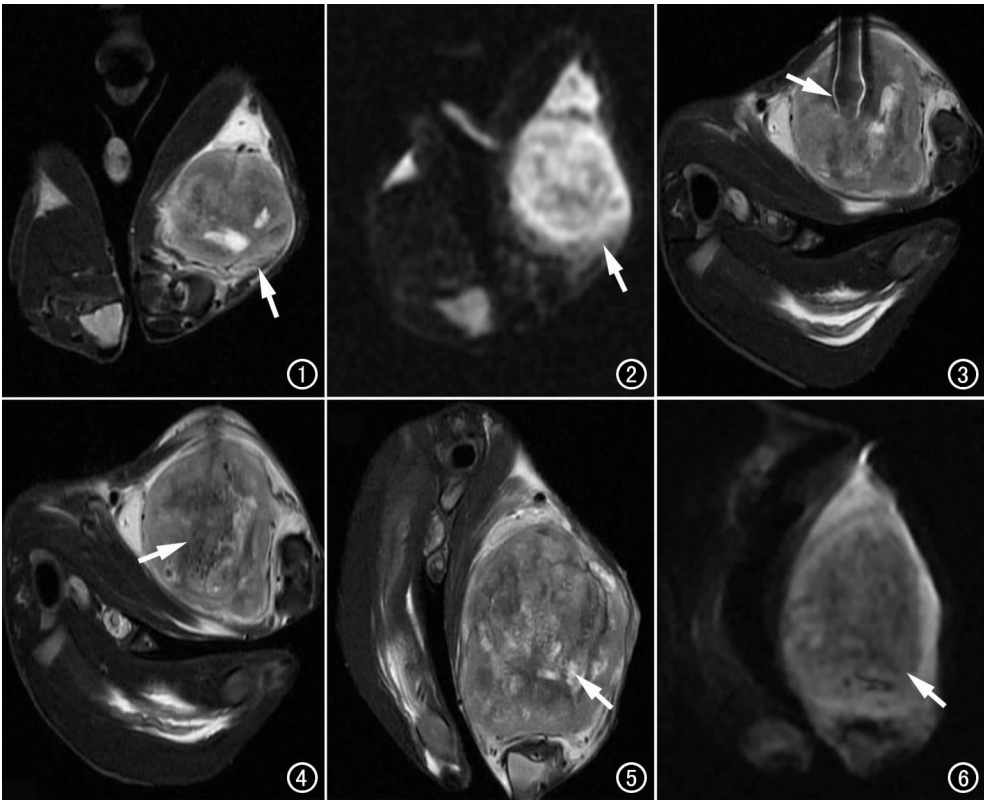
PEI 治疗前 FRFSE T₂WI 横轴面图像示肿瘤呈明显高信号(箭),肿瘤内更高信号为坏死组织。图 2 PEI 治疗前 DWI (b=500s/mm²) 示肿瘤呈明显高信号(箭)。图 3 MR FRFSE T₂WI 序列导向下 PEI 治疗,穿刺针尖位于肿瘤病灶中心(箭)。图 4 PEI 治疗中 MR FRFSE T₂WI 序列监测无水乙醇的分布,显示无水乙醇(相对低信号)较均匀地分布到肿瘤病灶内(箭)。图 5 PEI 治疗后第 10 天 FRFSE T₂WI 示肿瘤呈明显混杂信号(箭),较术前信号增高,表明肿瘤已大部分坏死。图 6 PEI 治疗后第 10 天 DWI (b=500s/mm²) 示肿瘤呈相对高信号(箭),但明显低于术前肿瘤信号。
